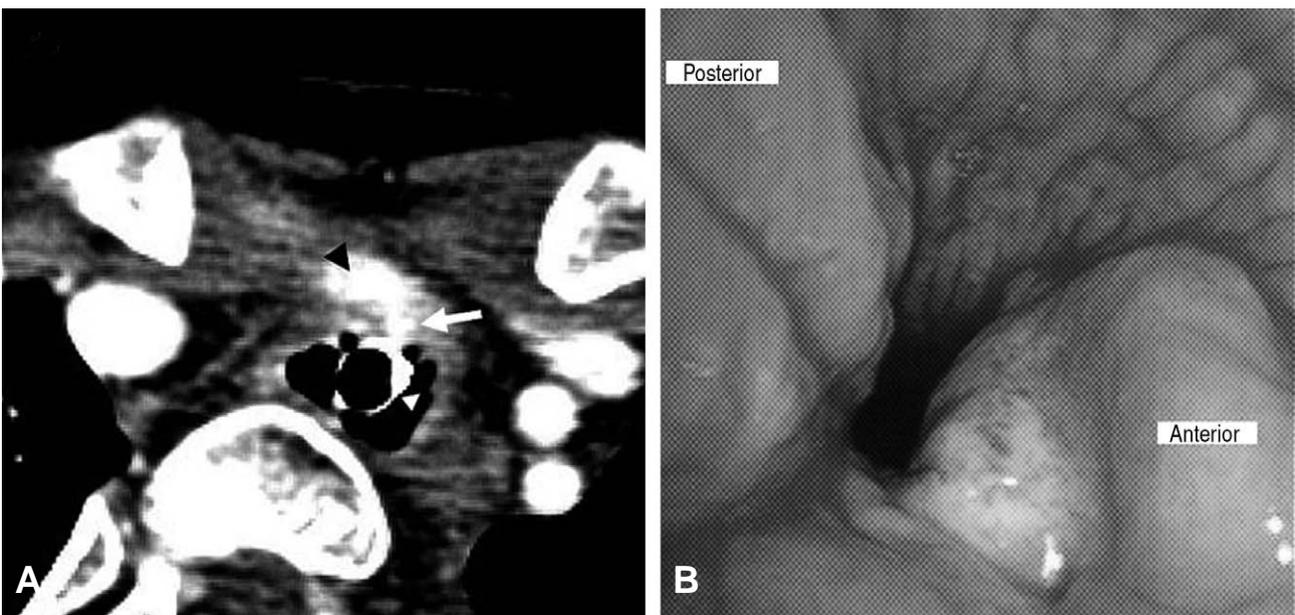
Results of computed tomography scan and rigid bronchoscopy suggesting tracheoinnominate artery fistula. (A) A vessel-like structure with contrast enhancement (arrow) between the innominate artery (black arrowhead) and abutting tracheostomy tube (white arrowhead) is noted (A). It shows a pulsatile mass on the anterior wall of the trachea (B).
